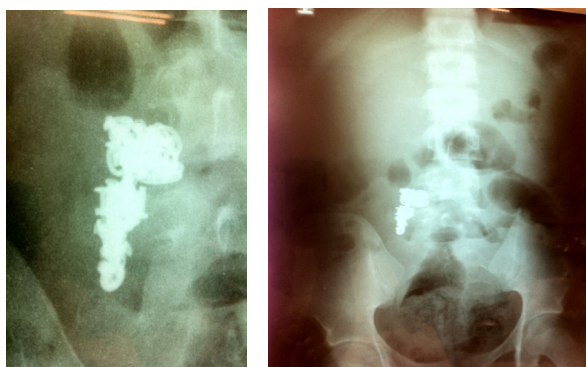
Radiografia simples de abdome mostrando objeto radiopaco, em maior aumento à direita.
